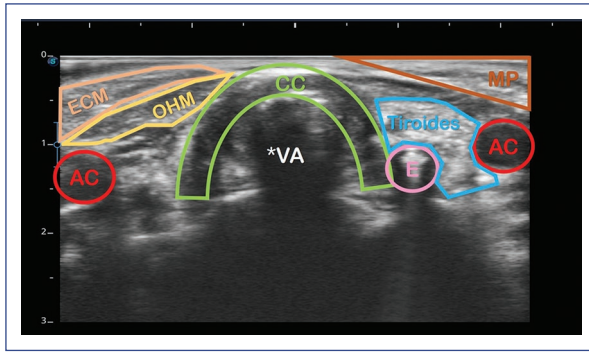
Estructuras anatómicas en la ecografía laríngea. AC: arteria carótida; CC: cartílago cricoides; E: esófago; ECM: esternocleidomastoideo; MP: músculo platisma; VA: vía aérea; OHM: músculo omohioideo.
